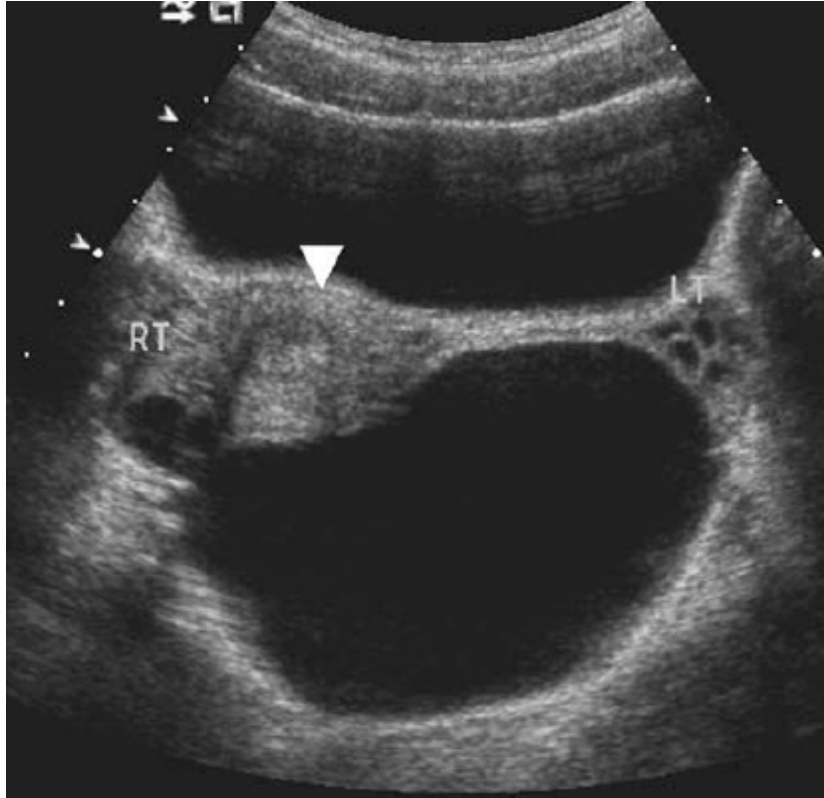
Image échographique pelvienne d'une fille de 15 ans qui s'était présentée aux urgences pour douleur pelvienne aigue objectivant une large image kystique au niveau du cul de sac. Les ovaires sont normaux (RT et LT) et l'utérus est dévié du coté droit (tête de flèche). La chirurgie a objectivé par la suite une TTI droite avec présence d'un kyste paratubaire de 9 cm. [17]
